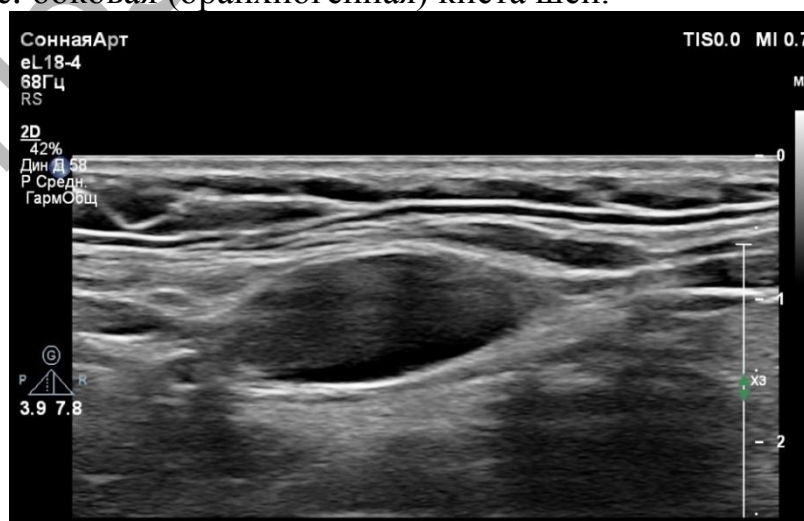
Боковая (бранхиогенная) киста шеи. УЗИ: капсулированное анэхогенное образование с ровными четкими контурами справа
